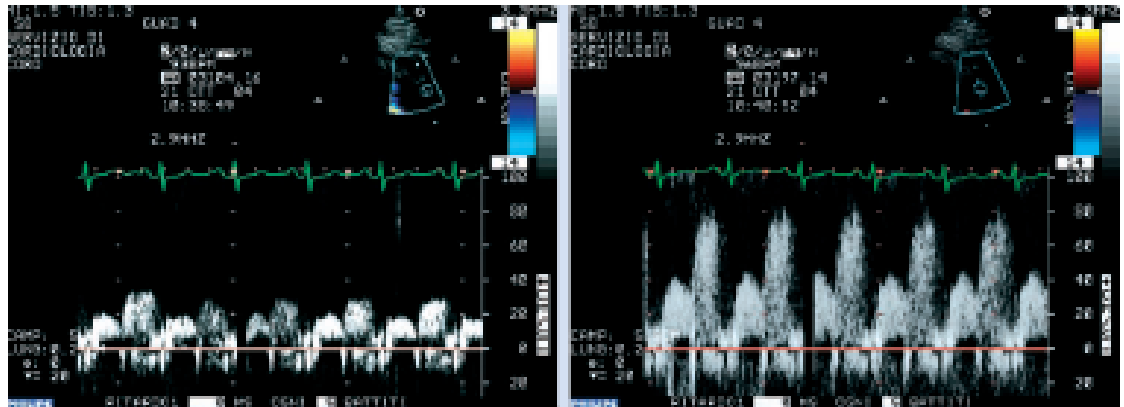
Doppler pulsate su IVA basale e dopo stimolo iperemico
